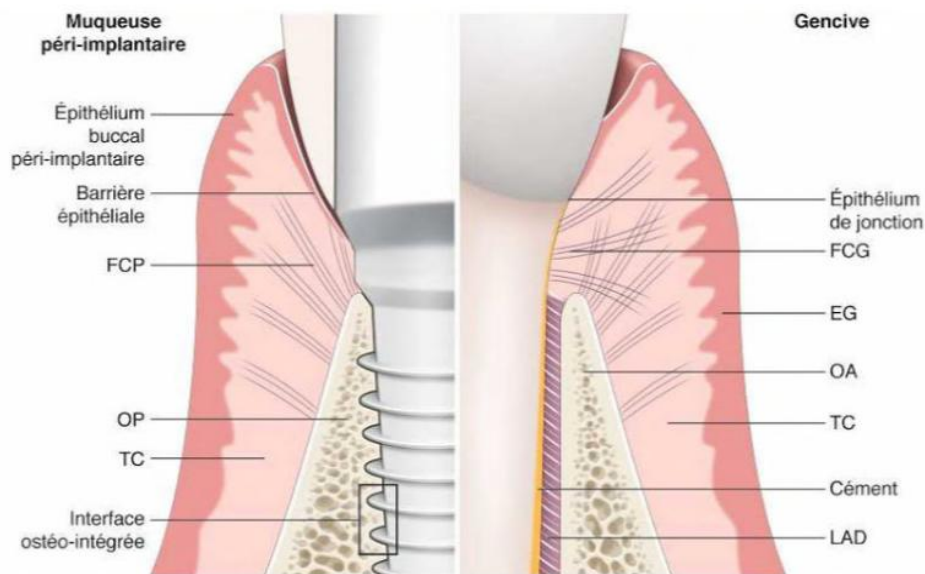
principales différences entre le modèle parodontale et le modèle péri-implantaire :EG :épithélium gingivale ;FCG :fibres conjonctives gingivales ;FCP :fibres conjonctives péri-implantaires ;LAD : ligament alvéolo-dentaire ;OA :os alvéolaire ;OP :os péri-implantaire ;TC :tissu conjonctif.
